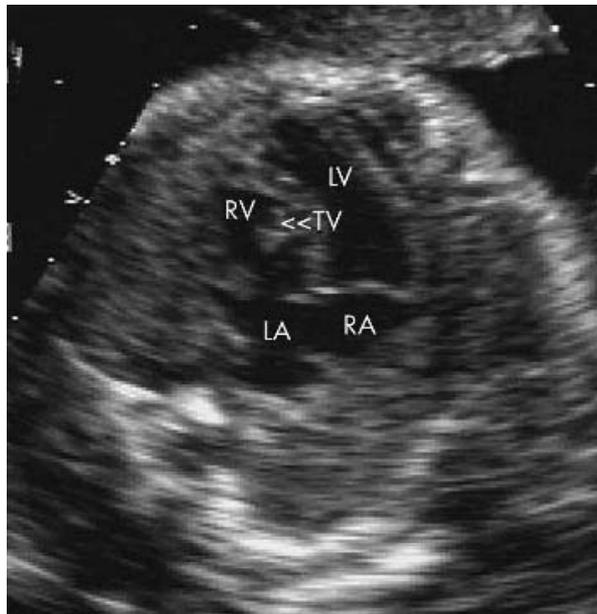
Exemple d'insertion différentielle inversée des valves atrio ventriculaires sur une coupe 4 cavités (échographie foetale).(28)
